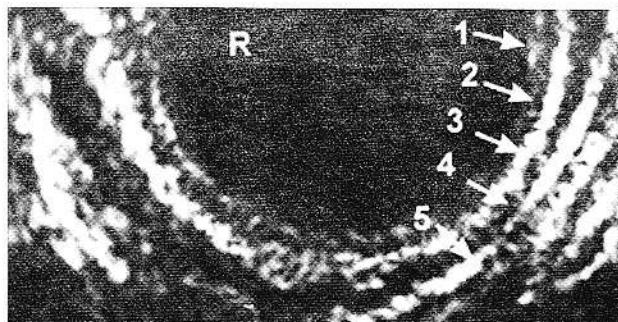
Structura normală a peretilor rectului, evaluată prin ecografie endorectală
